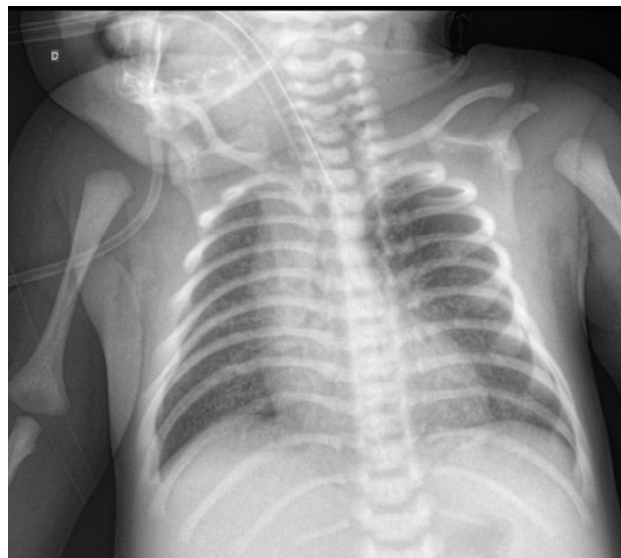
Radiografía de tórax se observa infiltrado alveolar bilateral con broncograma aéreo, compatible con neumonía neonatal.
